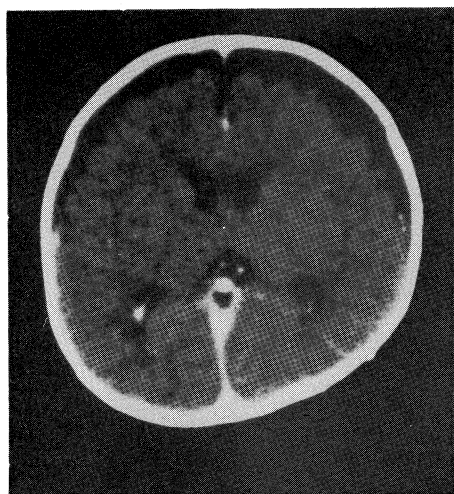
CT scan on admission with contrast enhanced.
